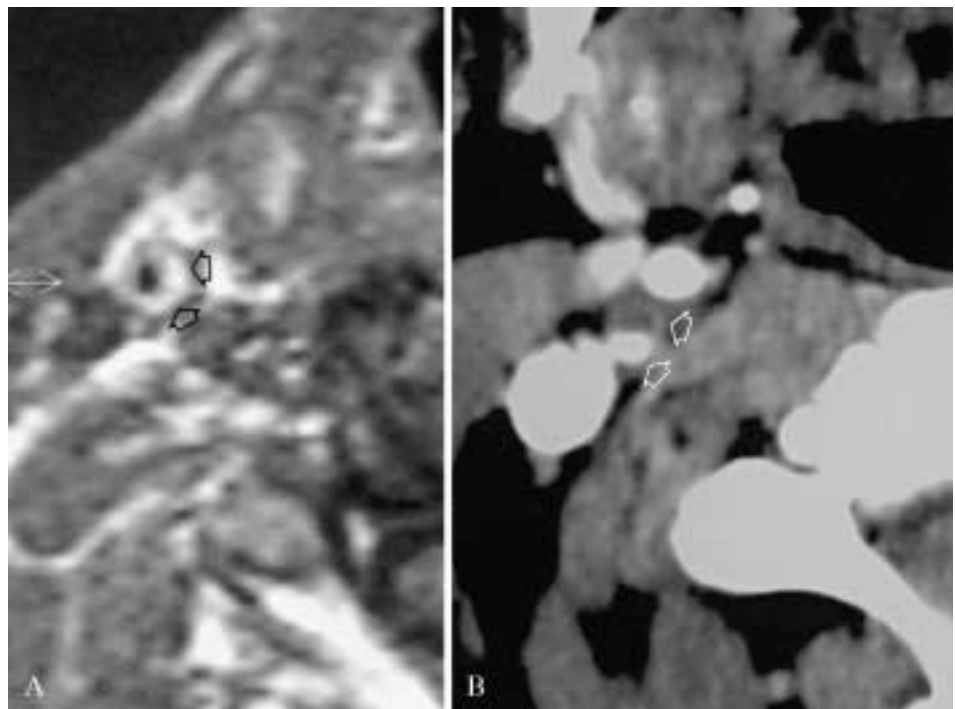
RM, sequenza SE T1-pesata: ematoma intramurale subacuto (A). Angio-TC, immagine a «bersaglio» («target picture»): ispessimento parietale con lume residuo stenotico ed eccentrico, circondato da un sottile anello di impregnazione periferica dovuto alla perfusione dei vasa vasorum (B).
